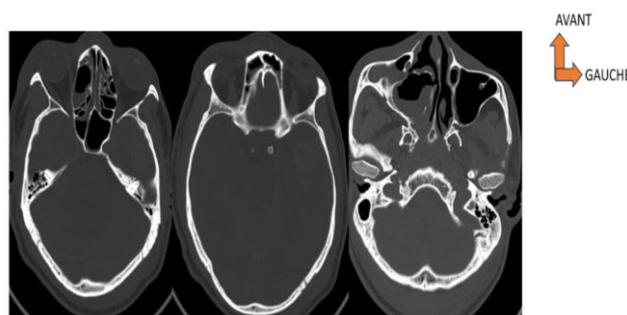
TDM cérébrale en coupes axiales et en fenêtre osseuse
